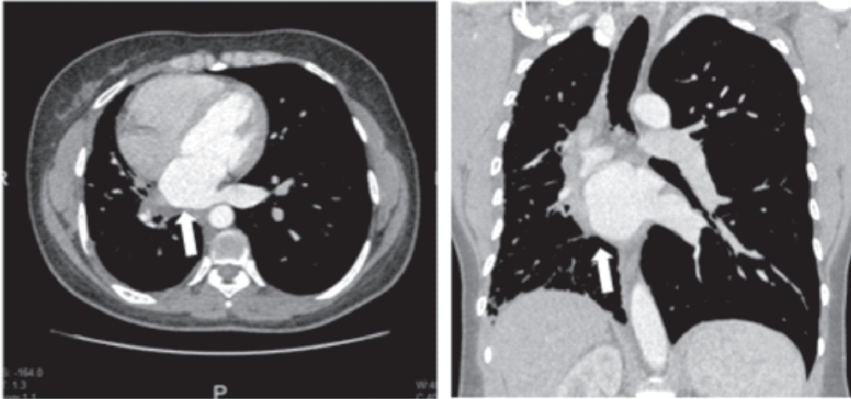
TC de Tórax com contraste, cortes axiais e coronais, janela de mediastino, demonstrando ausência de veias pulmonares inserindo no átrio esquerdo (setas brancas).
